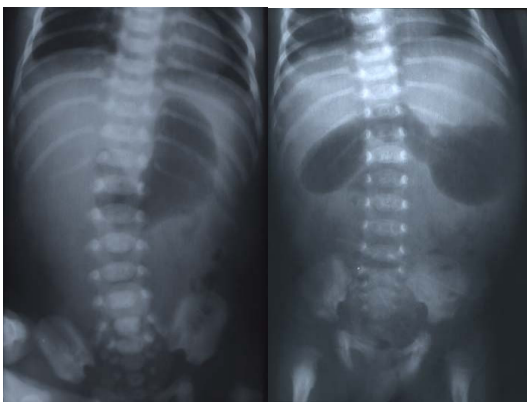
The simple x-ray of midgut volvulus
